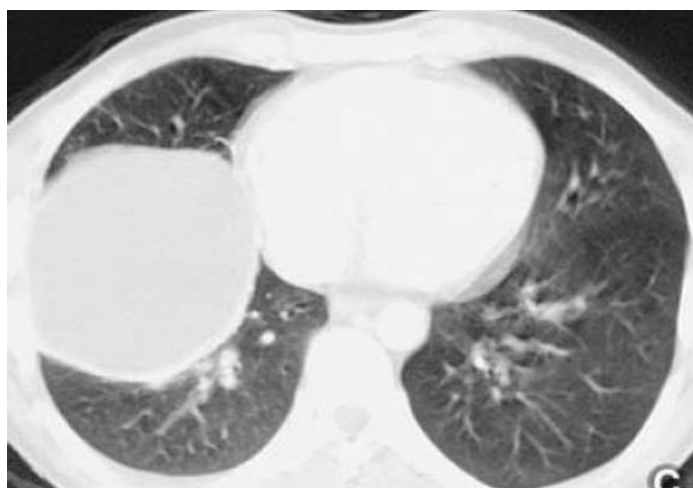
TDM thoracique en fenêtrage parenchymateux montrant un KHS sain de la grande scissure droite [118].
